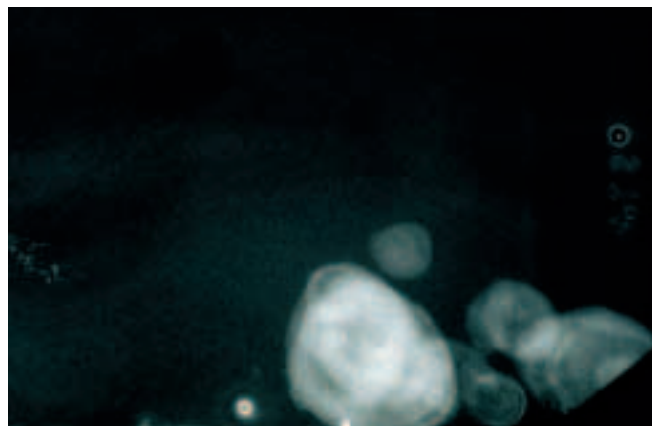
Eine Röntgenaufnahme der bukkalen Weichteile verdeutlicht, dass die Läsionen in der rechten Wange beziehungsweise der rechten Masseterregion liegen.
